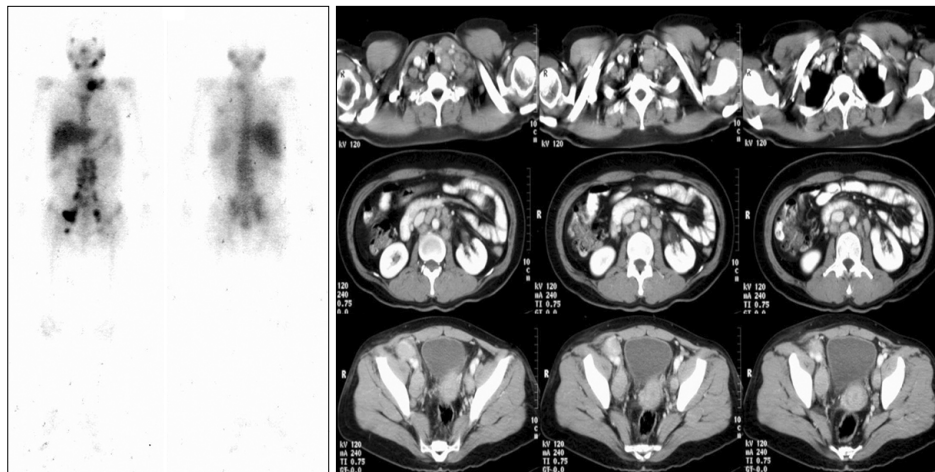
Sarcoidosis in a 37-year-old woman with involving multiple lymph nodes. Whole body ^{67}Ga imaging shows increased tracer uptake in left supraclavicular, paraaortic, iliac, and inguinal areas corresponding to enlarge lymph nodes on enhanced CT images. CT: computed tomography.
